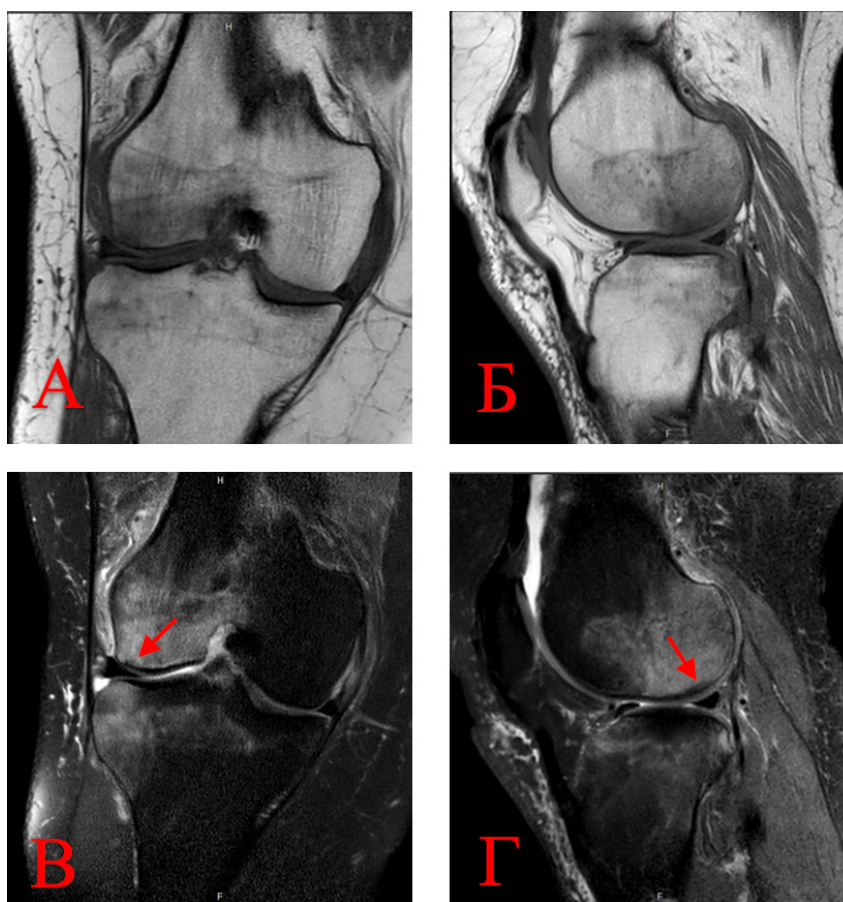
МРТ-картина асептического некроза и выраженного трабекулярного отека мыщелков бедренной и большеберцовой костей:
